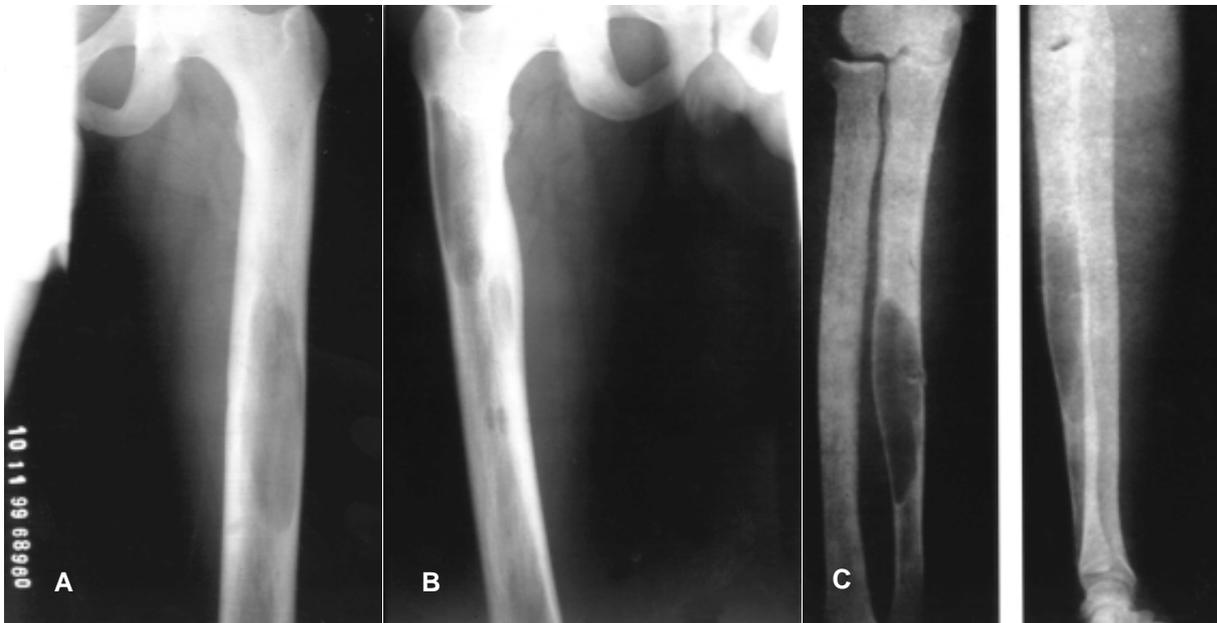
Radiografía de huesos largos con zonas radiolúcidas múltiples.
